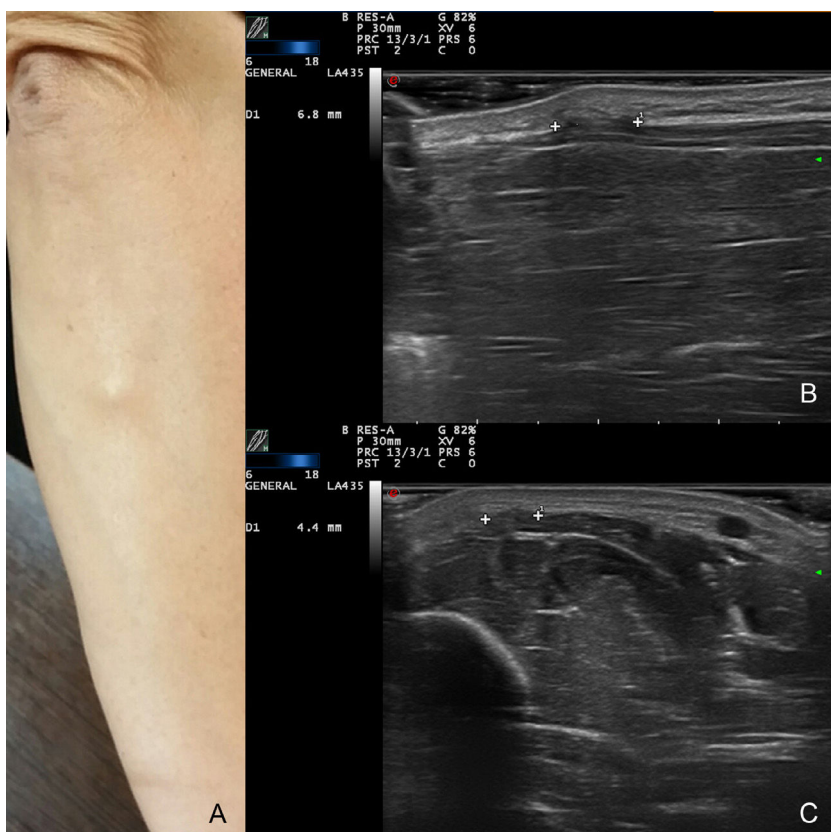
A) Nódulo en el borde cubital del antebrazo derecho. B y C) Ecografía modo B: entre marcadores se aprecia discontinuidad de la fascia muscular. B) Corte longitudinal. C) Corte transversal.
